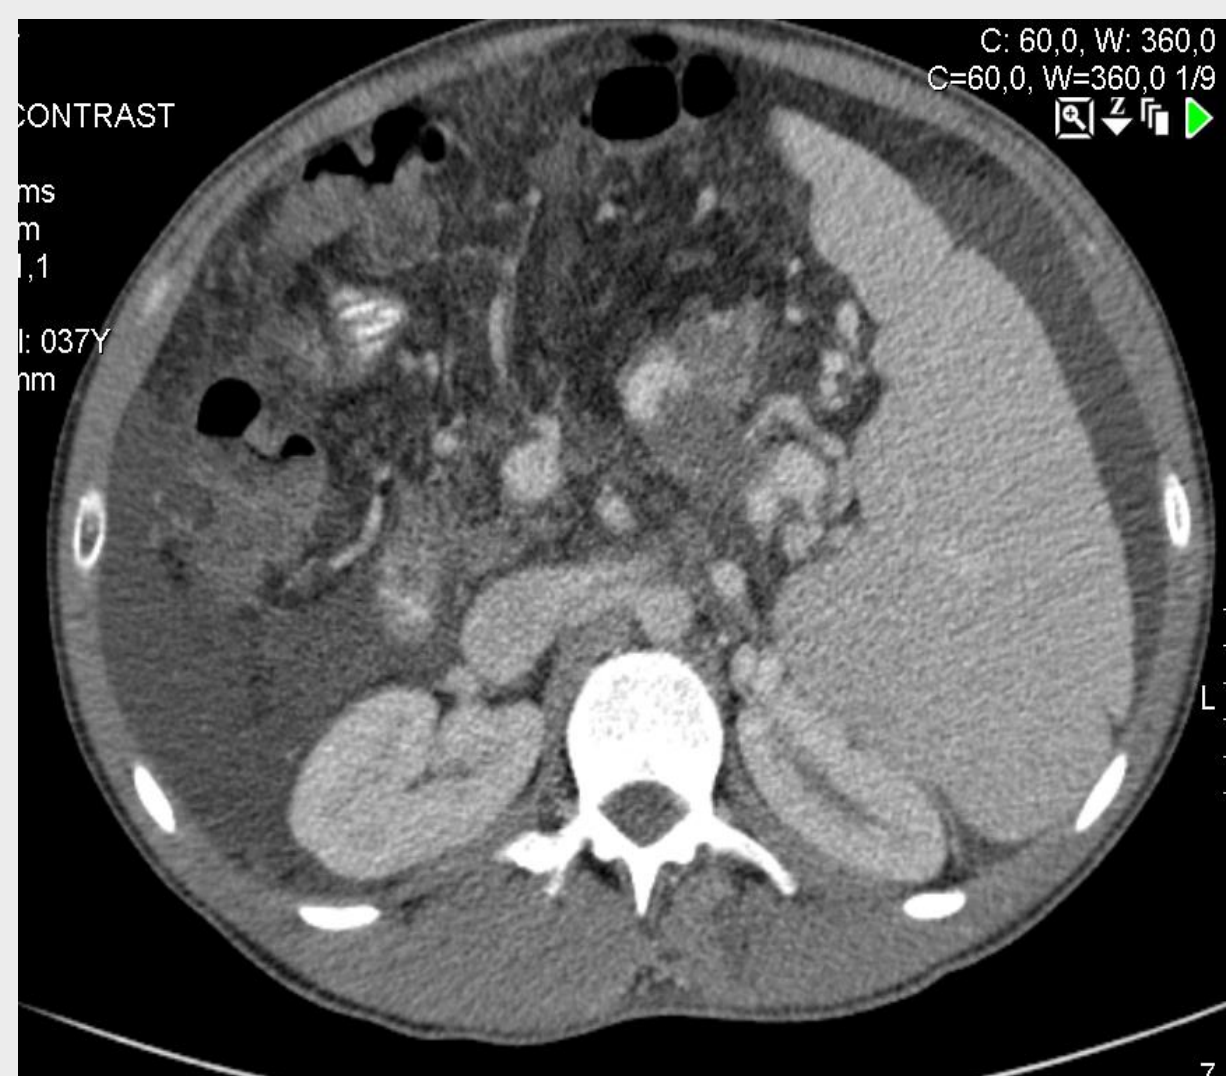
TC abdominopélvica
